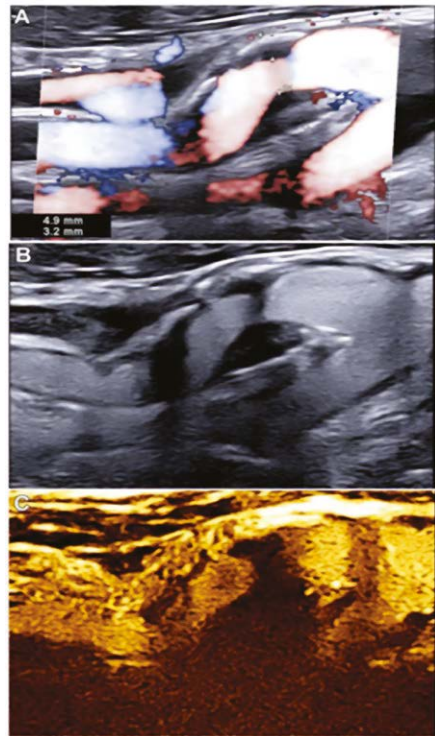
Ecocolordoppler con amplificatore di segnale ecografico.
